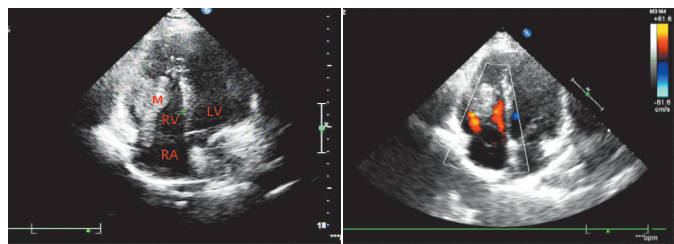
二维超声于右房内见团块增强回声(RV:右室;LV:左室;RA:右房;M:肿块)
